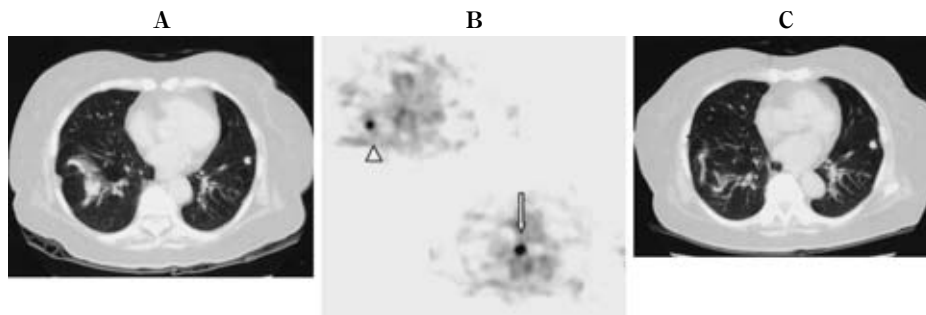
A. Chest CT image showing a recurrent tumor on the surgical margin of the right lower lobe. A small benign nodule with calcification can be seen in the left lung. B. FDG-PET scan reveals uptake at the surgical margin of the right lower lobe (arrow head) and subcarinal lymph node (arrow). C. A good partial response was observed following molecular target therapy with gefitinib. The CT image shows scar formation but no solid tumor.
